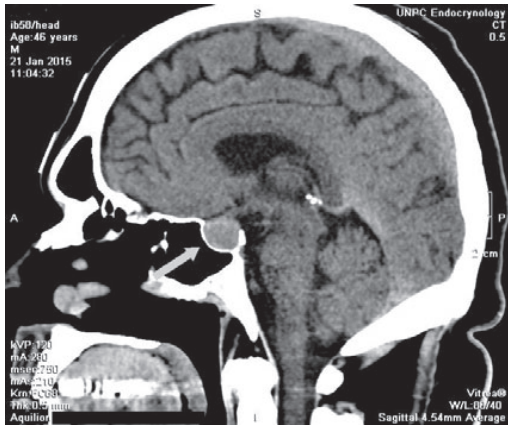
Мультиспіральна комп'ютерна томографія головного мозку, де виявлено пухлину гіпофізу.
